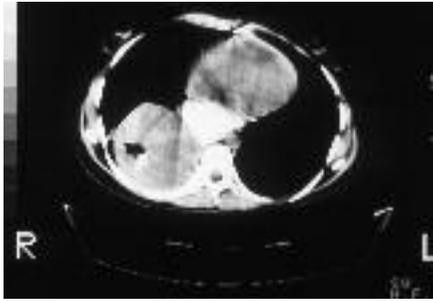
TC que muestra el agrandamiento de la pared esofágica en un caso de leiomiomatosis difusa.
